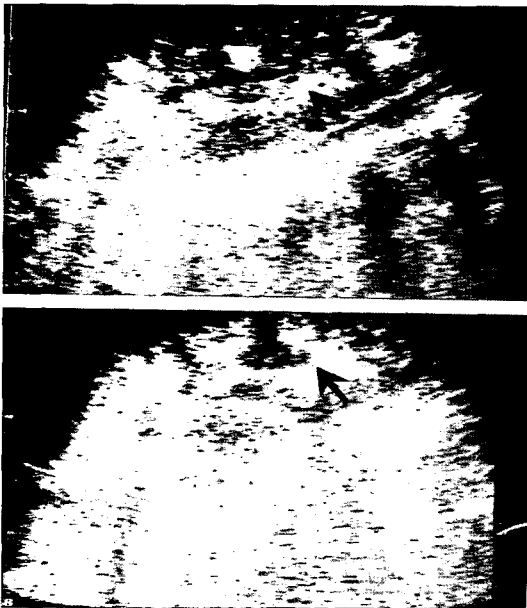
Ultrasonography of the kidney shows increased echogenecity in multiple areas of medulla (arrow).
